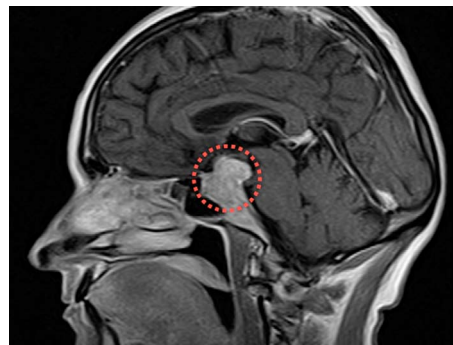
МРТ з внутрішньовенним контрастуванням (сакітальна площина) Гістологічно верифікований метастаз у гіпофізі із пухлини в легені. Червоним кольором обведено перетяжку пухлини на рівні діафрагмального отвору, що зумовлює її гантелеподібну форму
